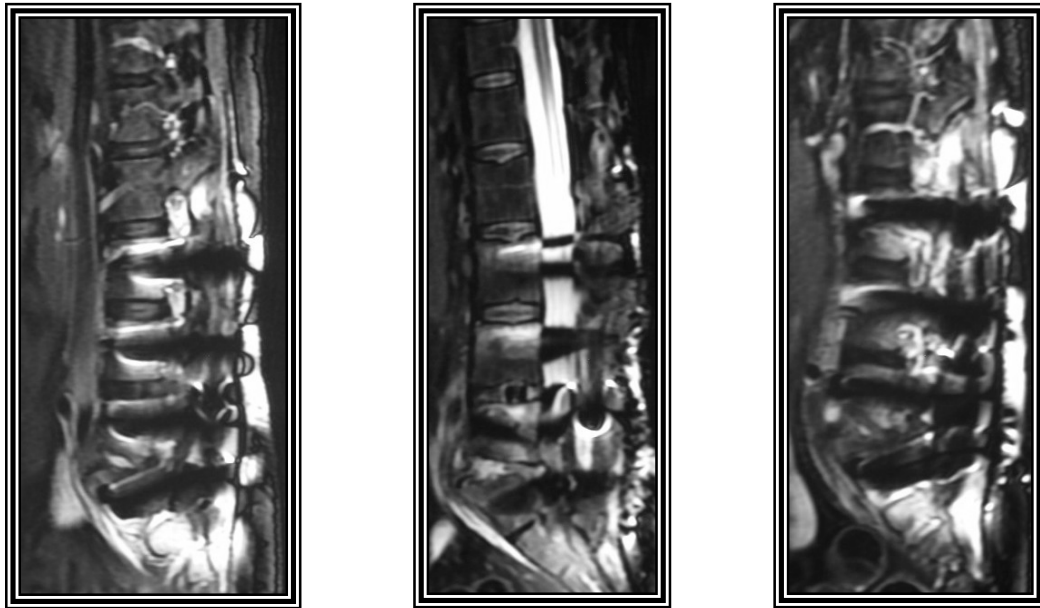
Resonancia magnética de columna lumbosacra en T2 con cortes sagitales en los cuales se observa artefacto por material de instrumentación y es difícil valorar si hay compresión del canal raquídeo, persiste la cifosis lumbar. En la imagen inferior son cortes axiales en los cuales se observa adecuada colocación de tornillos transpediculares, aunque este no es un estudio específico para valorar esto, sin embargo; el canal raquídeo parece conservado.
